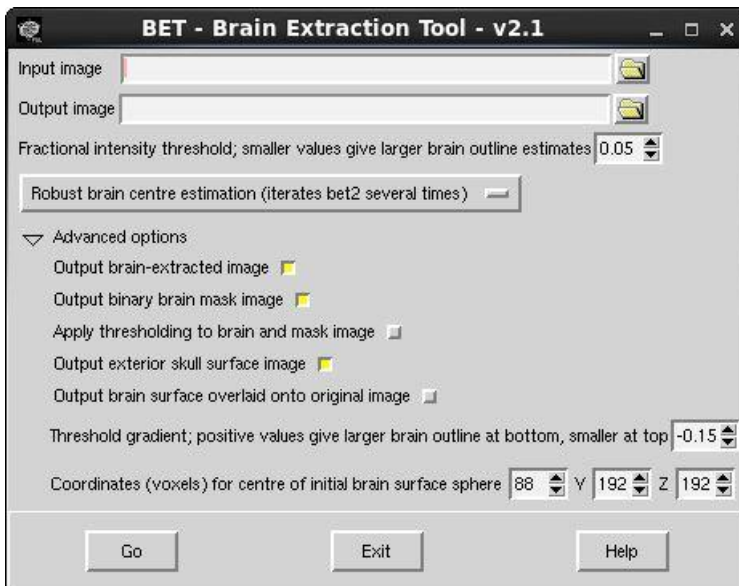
Brain Extraction Tool. Nachdem die MRT-Aufnahmen zur Bearbeitung mit FSL vorbereitet wurden, folgte zuerst die Entfernung der hirnumhüllenden Strukturen (Kalotte, usw.) unter Verwendung des BET. Dadurch wurden die Masken für das ICV bestimmt. Hierfür können vorab noch die verschiedenen Grenzwerte, die gewünschten Ausgabe-Dateien und die Koordinaten eingegeben werden. Die für diese Arbeit verwendeten Einstellungen sind hier abgebildet.
